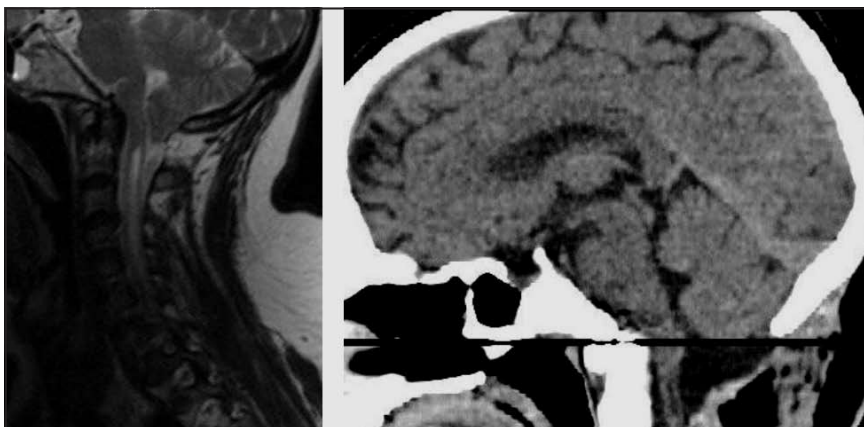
Imagen a la RMN, caso2 - preoperatorio(izq) y postoperatorio(der).
